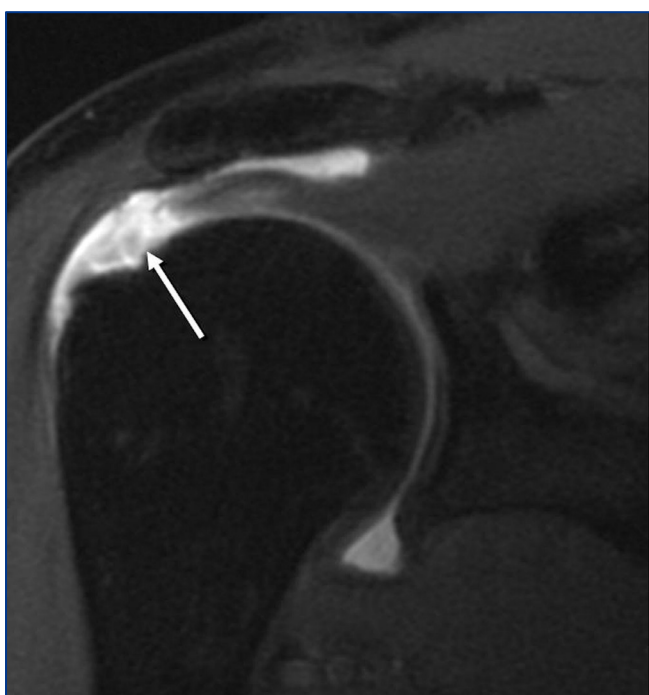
RM hombro (secuencia T2, corte coronal).
